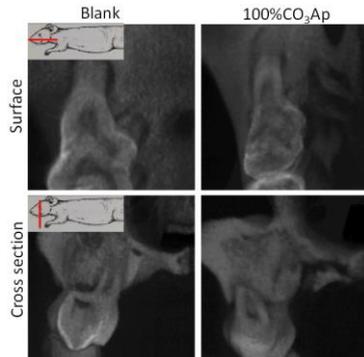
埋入 4 週間後の骨欠損及び炭酸アパタイト埋入部のμCT像
